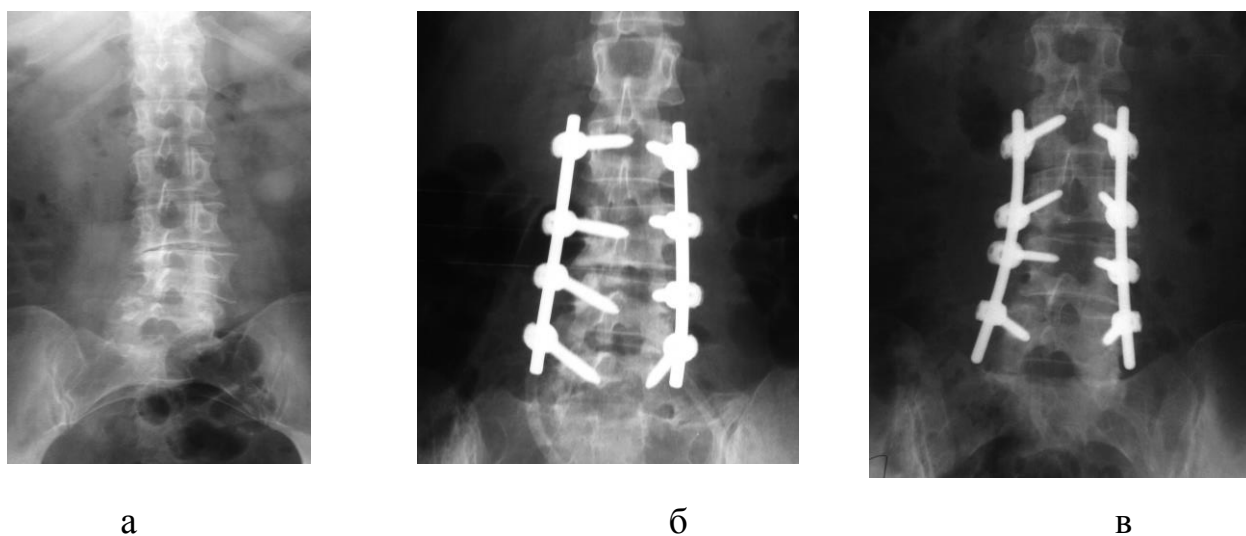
Рентгенограммы в прямой проекции до операции (а), после операции (б) и через год после операции (в).
